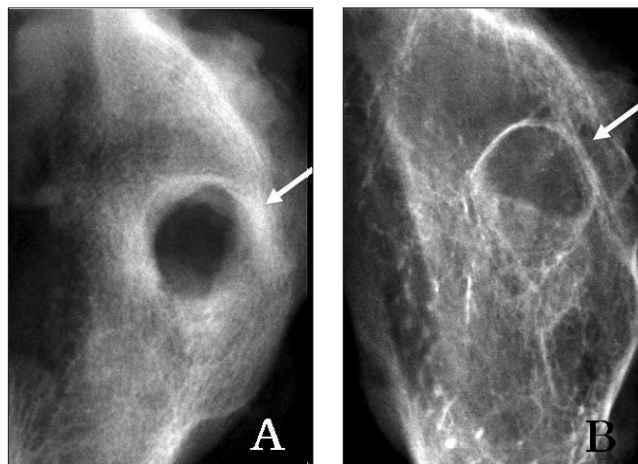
Radiographs of the B-1 group at 4 (A) and 8 (B) weeks after the graft. The radiolucency of the bone defect is observed at weeks 4 and 8.
